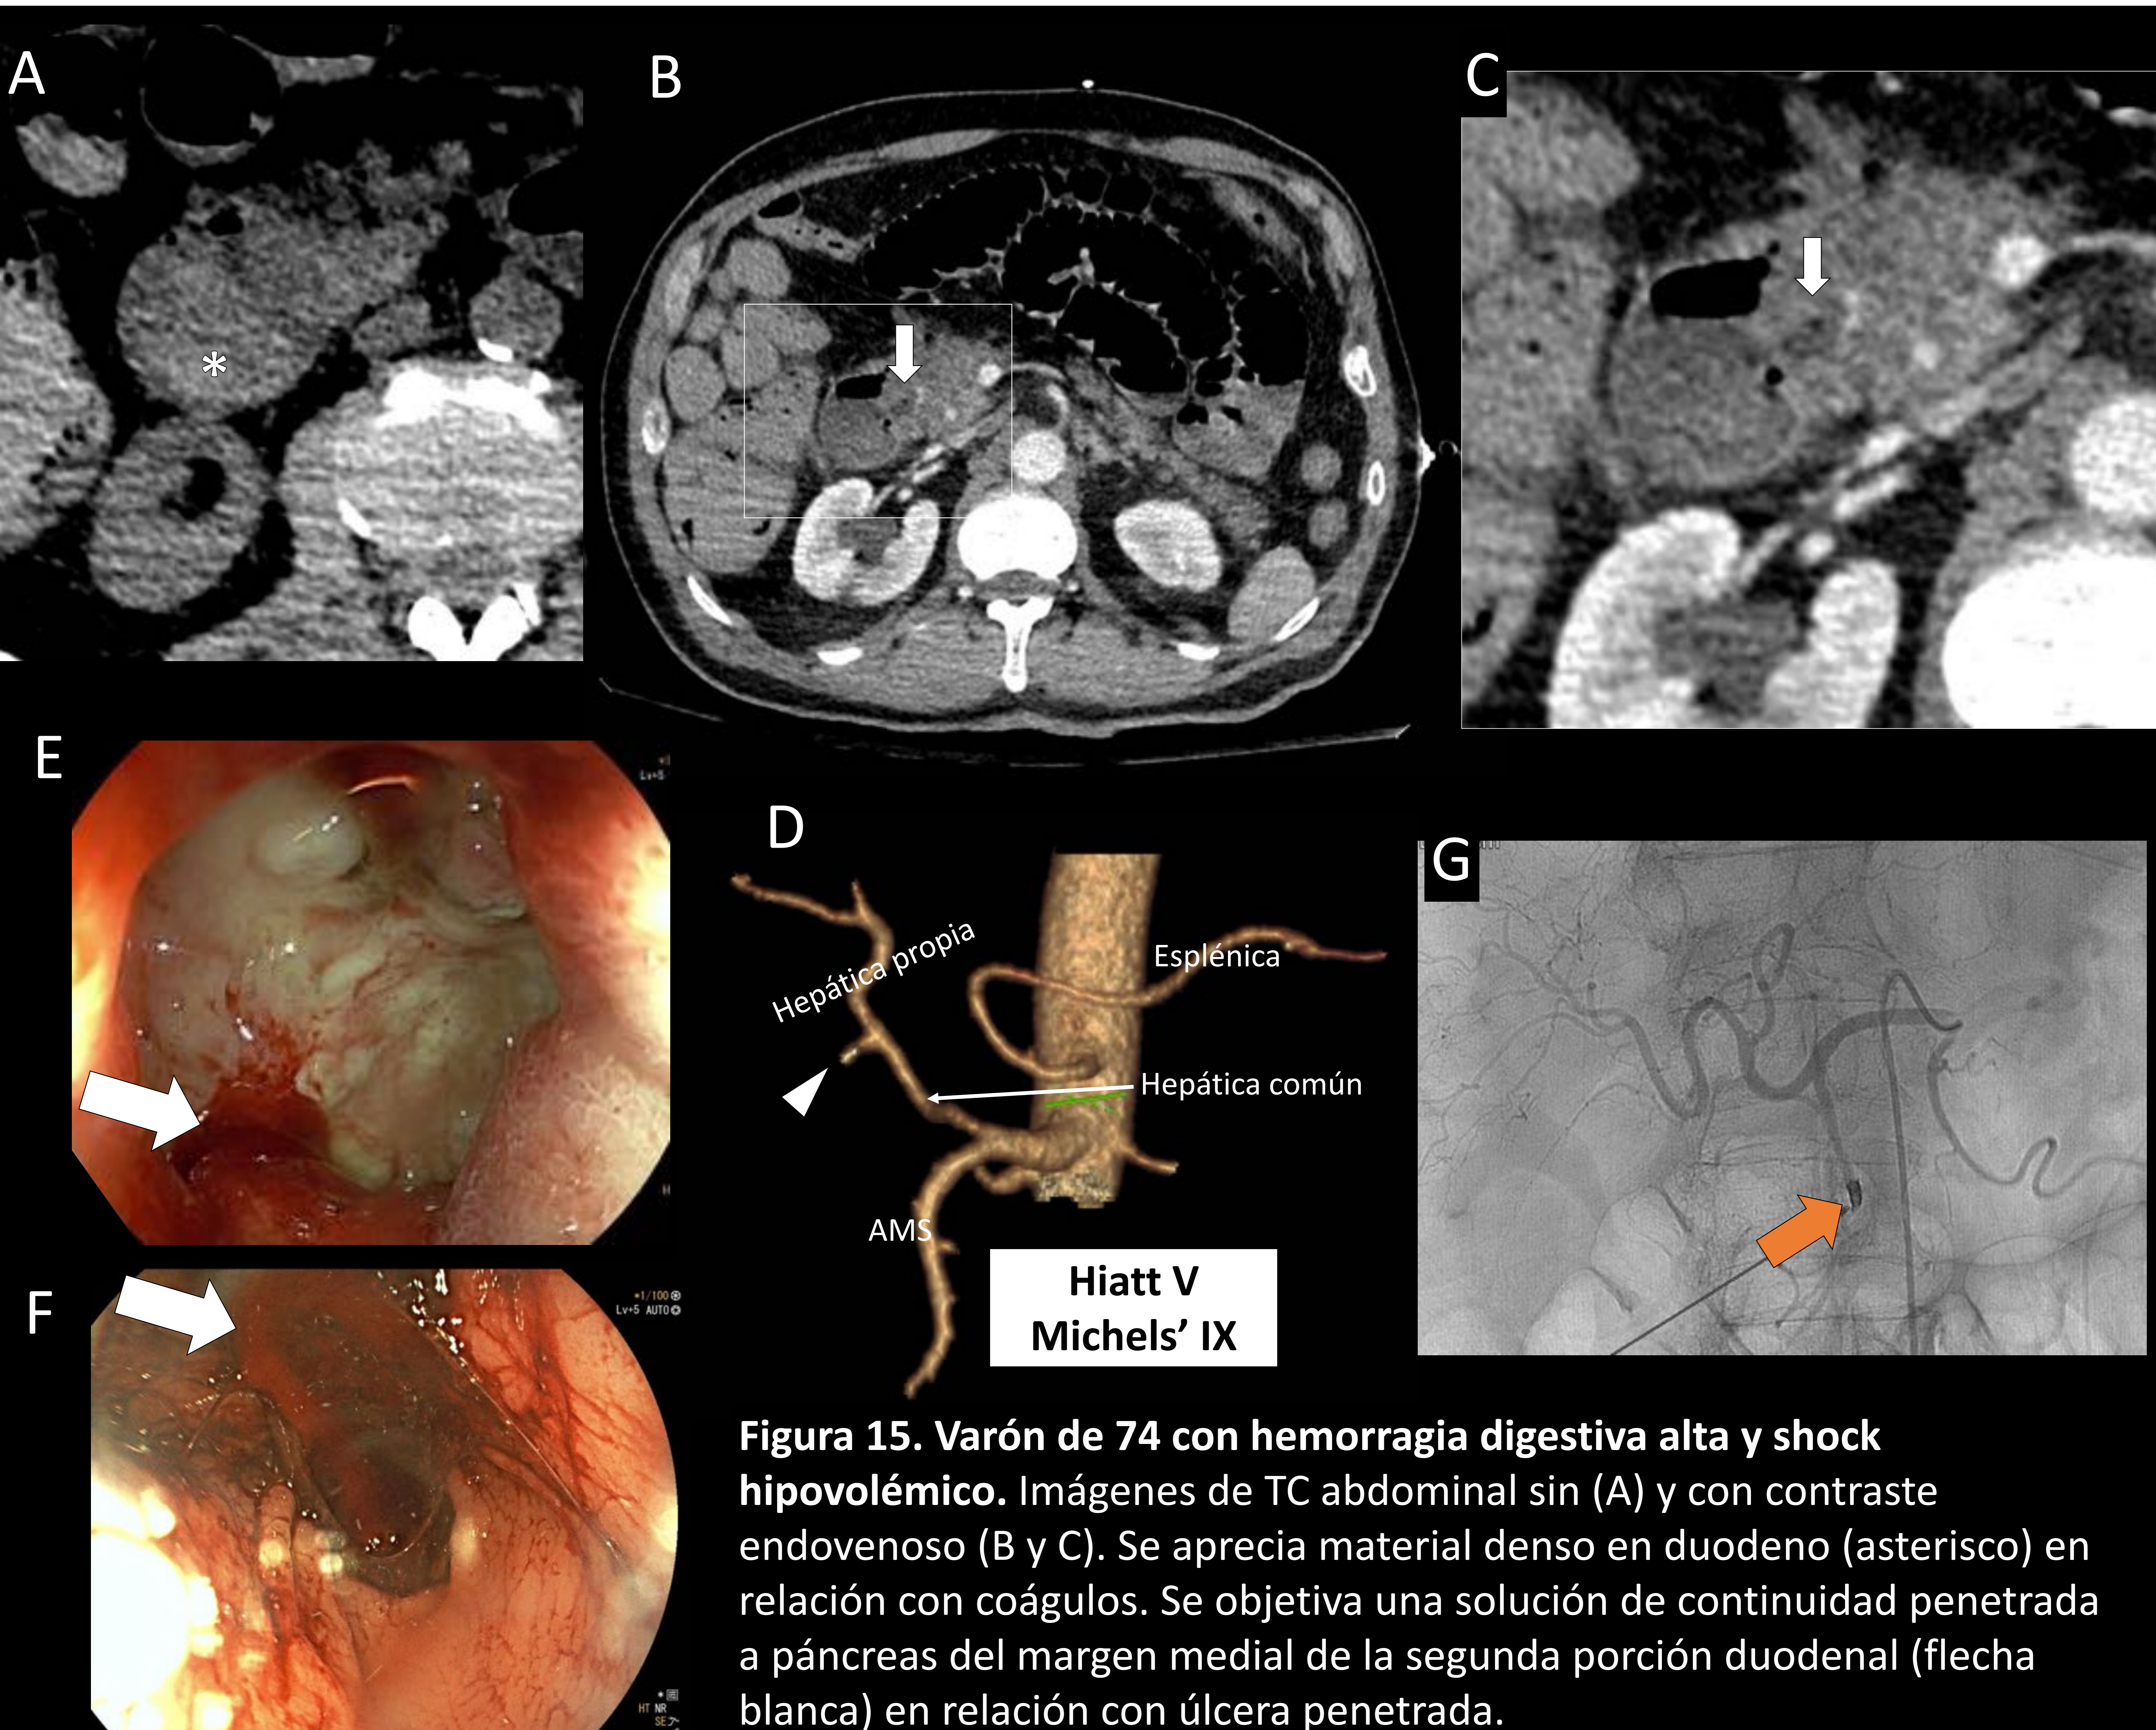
Varón de 74 con hemorragia digestiva alta y shock hipovolémico. Imágenes de TC abdominal sin (A) y con contraste endovenoso (B y C). Se aprecia material denso en duodeno (asterisco) en relación con coágulos. Se objetiva una solución de continuidad penetrada a páncreas del margen medial de la segunda porción duodenal (flecha blanca) en relación con úlcera penetrada.
